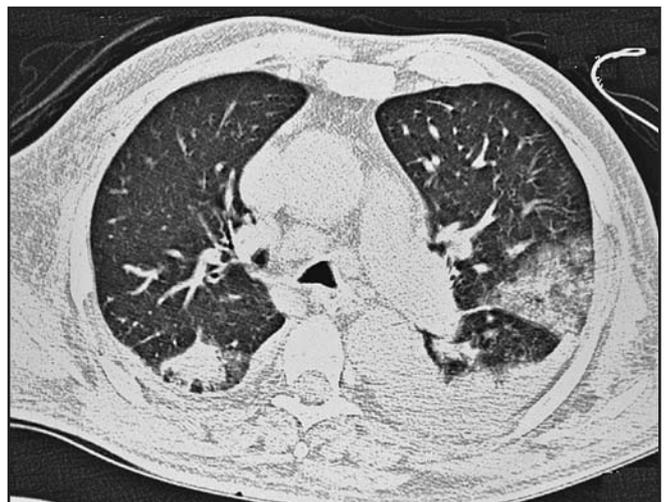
Tomografia de Tórax Mostrando Múltiplas Áreas de Consolidação Bilaterais Compatíveis Aspiração. Corte Superior do Tórax
